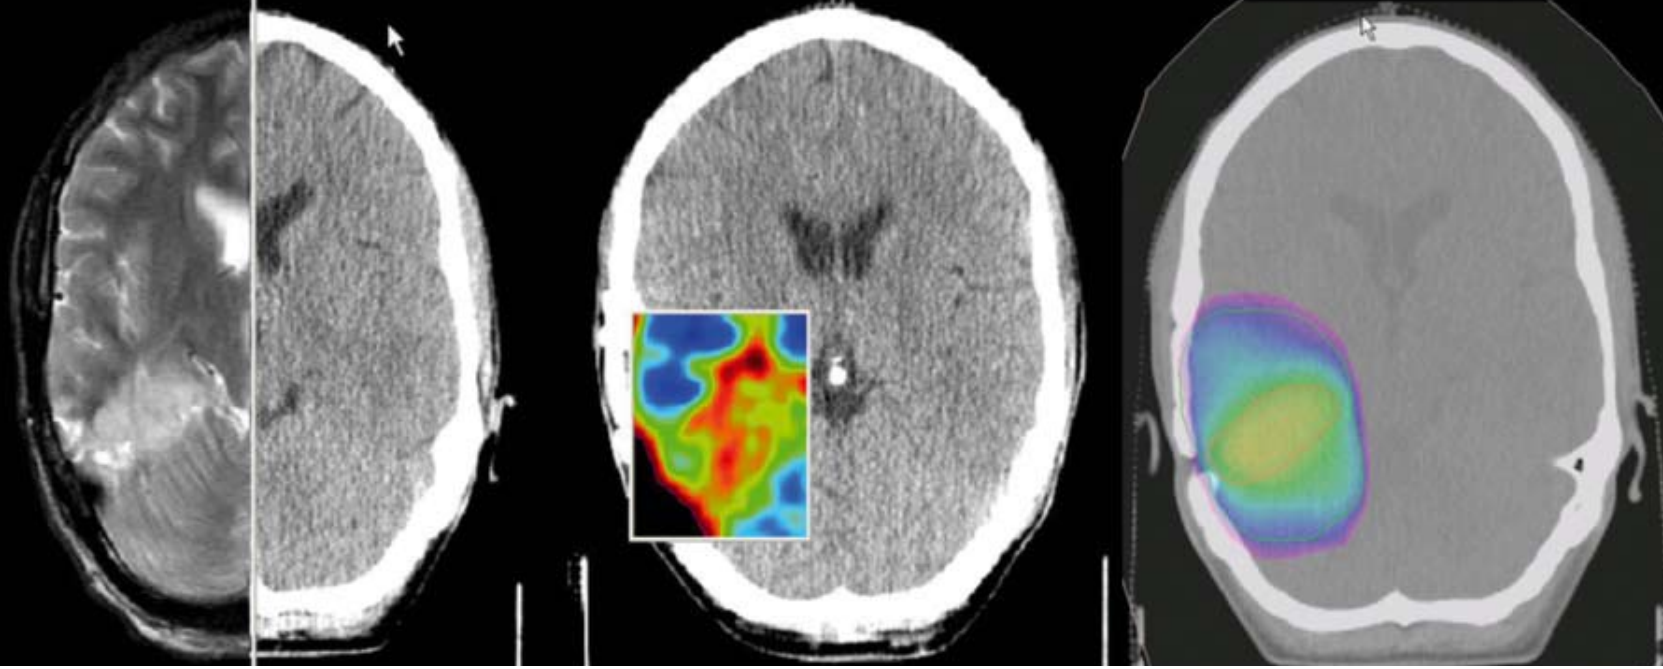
MRI/PET Fusion: Multimodal imaging using mutual information algorithm for registration of CT and MRI (left panel) and CT and PET (second panel). The consequential planning target volume (blue line) and boost volume (red line) (second panel). IMRT using simultaneous integrated boost with dose escalation from 60 Gy (blue shadow) to 80 Gy (yellow shadow) within the in the high risk area defined by MRI and PET (right panel).
